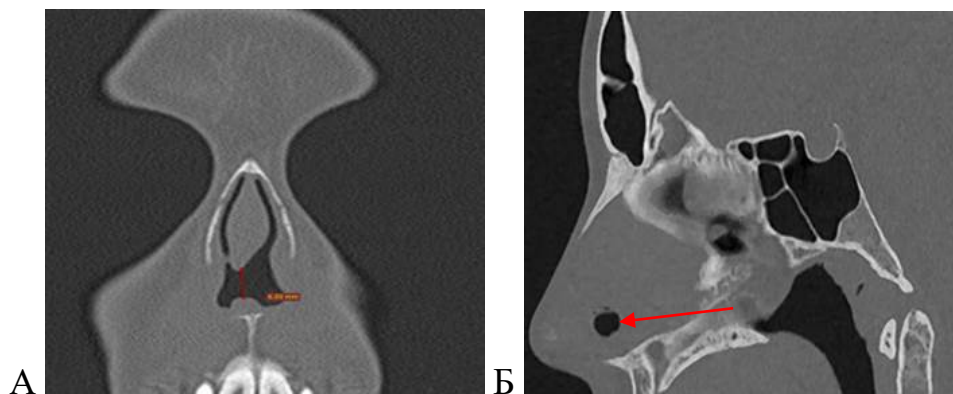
КТ ОНП. Перфорация перегородки носа. Коронарная (А), сагиттальная (Б) проекции
